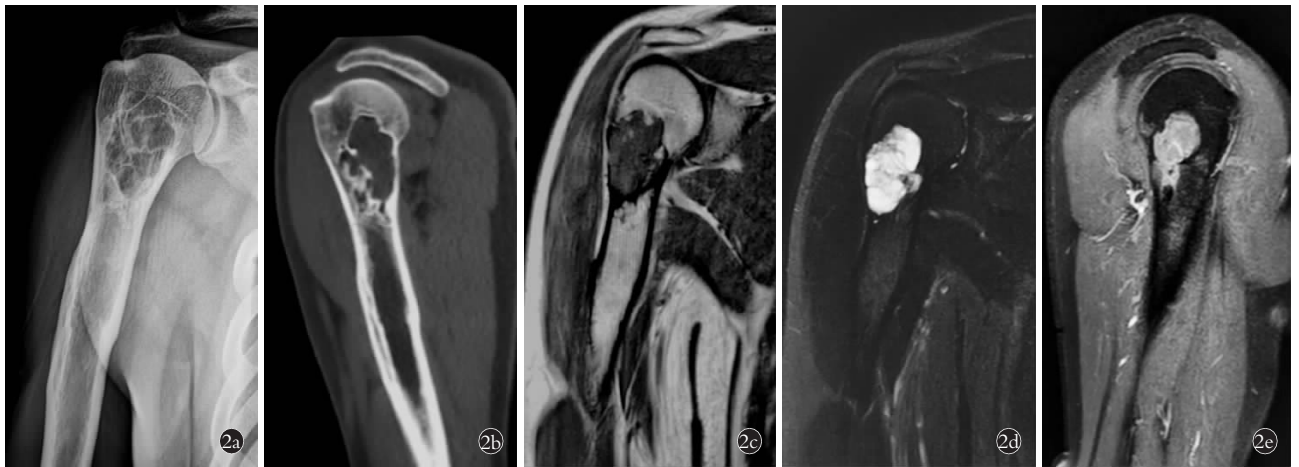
患者,男,73 岁,右肱骨近端 LSMFT 2a,2b. 术前正位 X 线片及矢状位重建 CT 右肱骨近端溶骨性骨质破坏,边缘见不均匀连续的硬化边,内见骨嵴 2c. 术前 MRI T1WI 斜冠状位,呈等信号,内见斑点状脂肪信号 2d. 术前 MRI FS T2WI 斜冠状位,呈不均匀高信号,内见分隔样低信号 2e. 术前 MRI FS T1WI 增强矢状位,增强呈中度均匀强化
